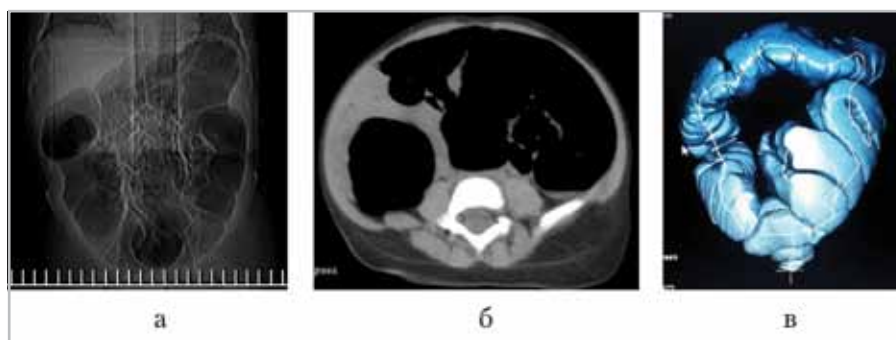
МСКТ-ВКС. Долихомегаколон (*а* — топограмма, прямая проекция; *б* — аксиальный срез; *в* — 3D-реконструкция). Толстая кишка удлинена и расширена. В нисходящем отделе ободочной кишки и сигмы 2 расширенные петли, гаустры сглажены
